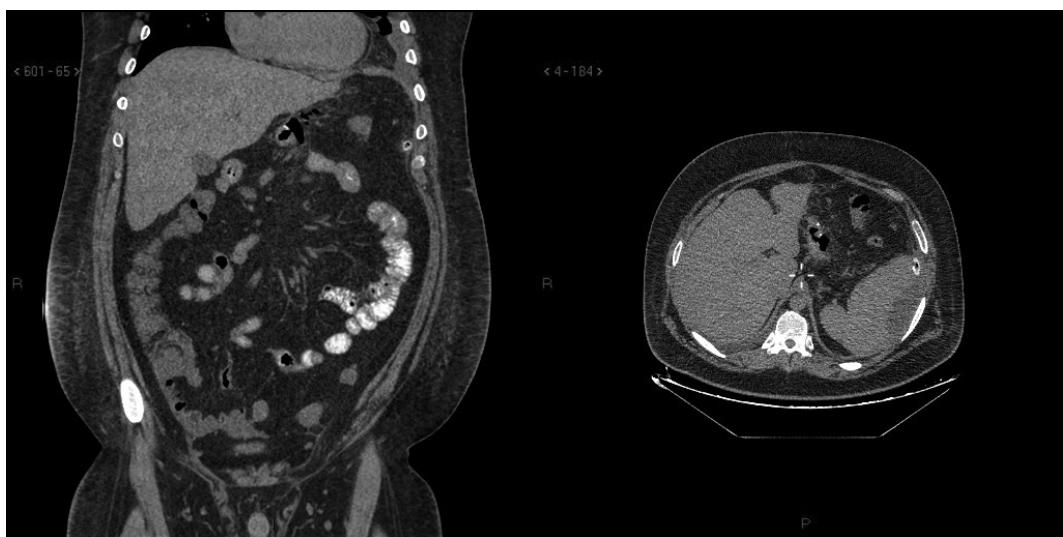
a 2 Pooperačné CT s per os podanou k. l., bez jednoznačného leaku k. l. Len presiaknutie okolitého tukového tkaniva v. s. pooperačne.
